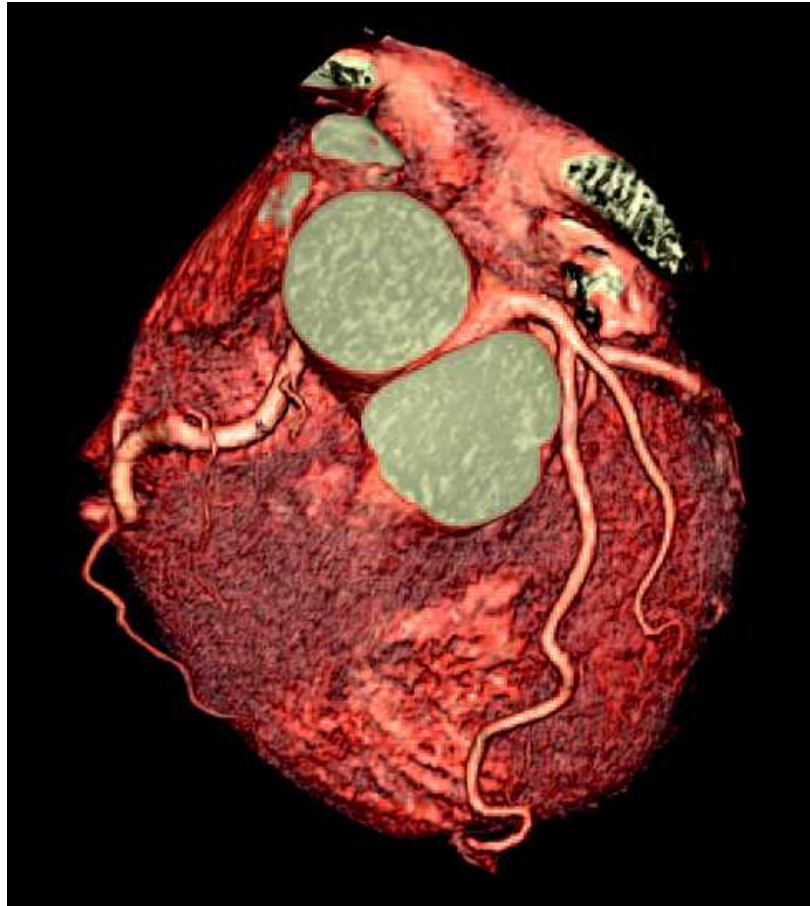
CT-Angiographie der Koronarien; nach Siemens AG, Medical Solutions.
